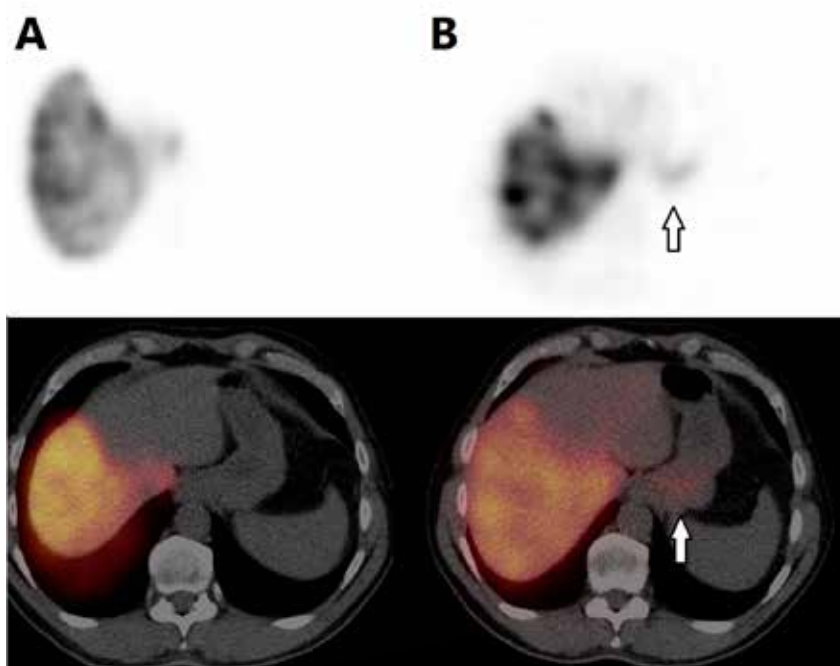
Upper row SPECT images and lower row fusion images of SPECT with low dose CT. A. Scout dose SPECT/CT in a patient planned for a right liver lobe treatment. Activity can be seen in the right liver lobe and no activity outside the liver. B. Post treatment SPECT/CT shows an unexpected extrahepatic deposition in the gastric fundus (arrow). Patient experienced abdominal pain, directly after administration of the treatment activity. Patient was set on high dose oral proton pump inhibitors and paracetamol, and recovered within 2 weeks after treatment.
